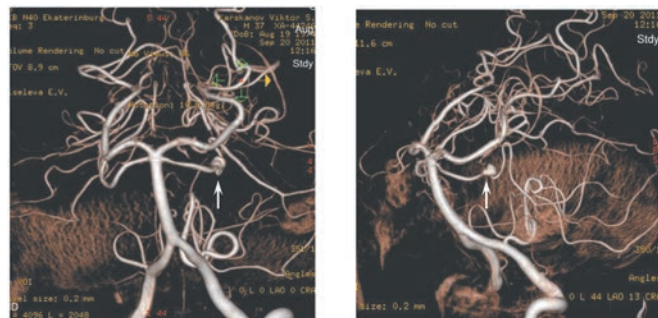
Церебральная ангиограмма через 3 мес после кровоизлияния: фузиформная аневризма S3-сегмента левой ВМА (стрелка), размерами 4,1x4,4x6,0 мм.
